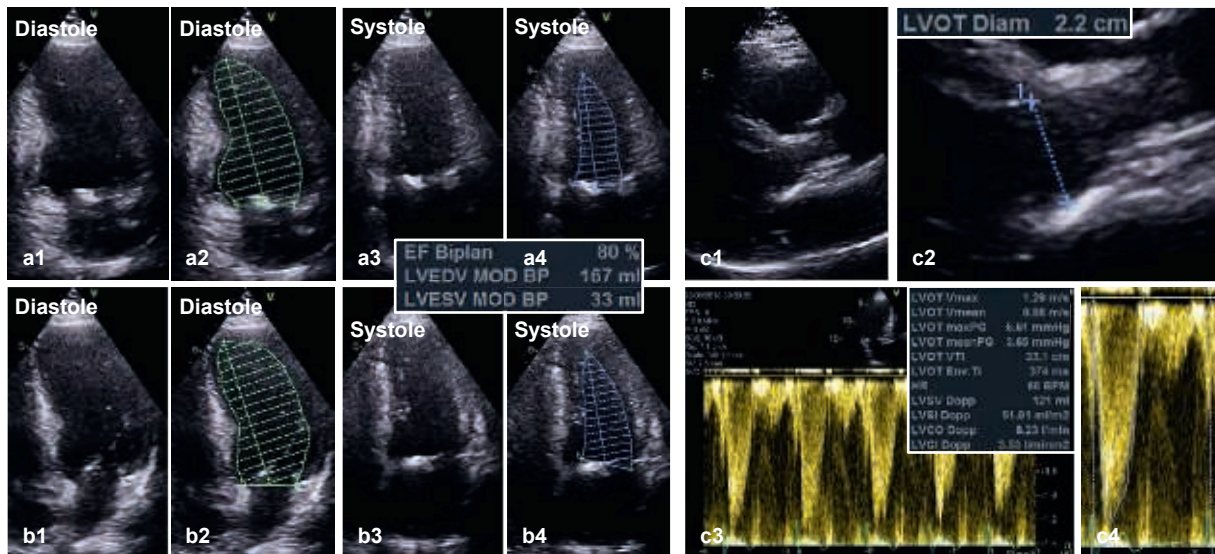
Messung des LVSV bei einem Patienten mit Aortenklappenstenose. Die planimetrische (a1–a4, b1–b4) und die doppler-echokardiografische (c1–c4) Bestimmung des LVSV sind notwendig, um zwischen normalen („normal“) und erniedrigten Flussbedingungen („low flow conditions“ $< 35 \text{ ml/m}^2$) unterscheiden zu können. Die Werte des LVSV sollten um weniger als 10 % zwischen beiden Methoden differieren.
